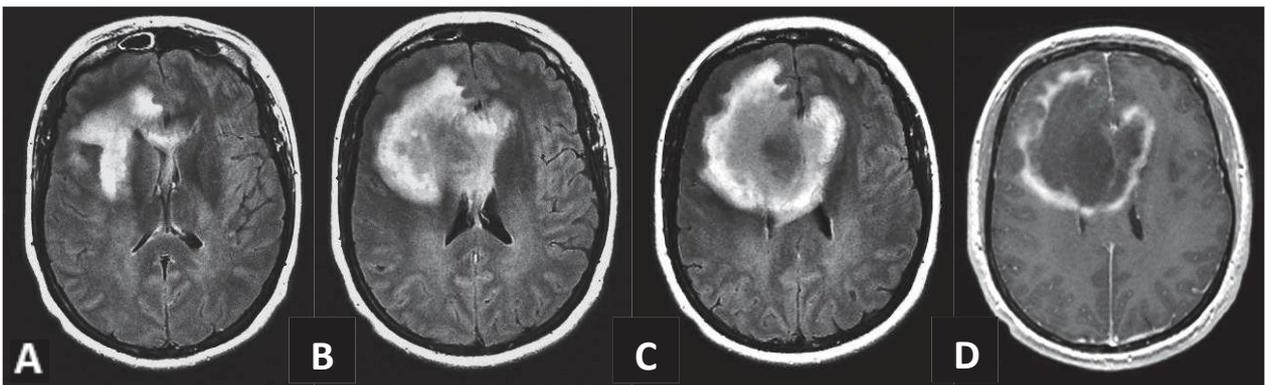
NMOSD : Pseudotumeur inflammatoire frontale droite visualisable en hypersignal FLAIR avec prise de contraste en anneau ouvert, IRM cérébrale, coupes axiales séquences FLAIR (A, B, C) et T1 EG après gadolinium (D).
